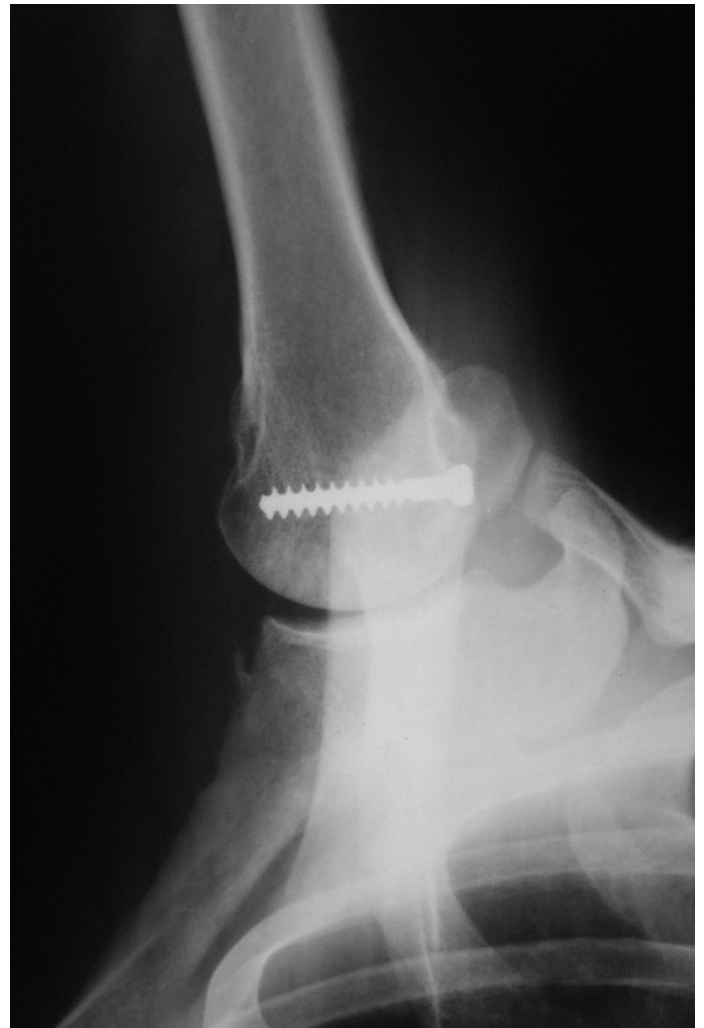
Рентгенограмма плечевого сустава после реконструктивно-восстановительного вмешательства по методике авторов.
